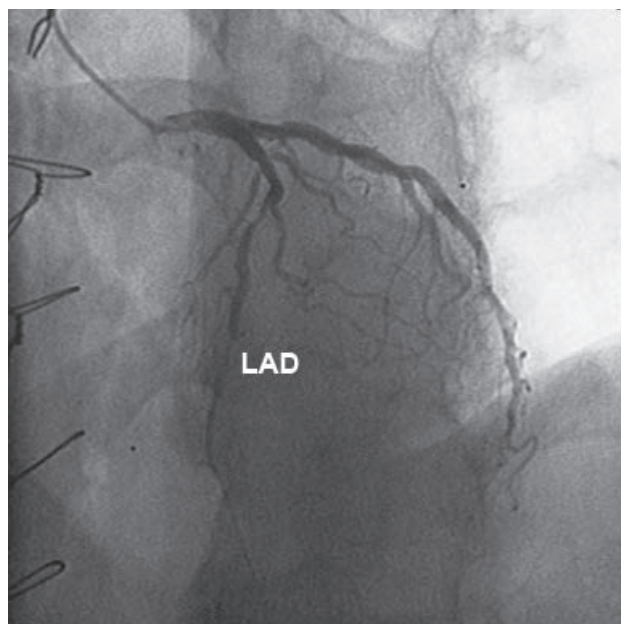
Coronarografie - artera descendentă anterioară (LAD) cu stenoze seriate în segmentele 1 și 2, ulterior vas gracil (incidență OAS cranial). Rezultatul scintigrafiei miocardice de stres (fără ischemie inductibilă în acest teritoriu) contraindică revascularizarea percutană/chirurgicală.
